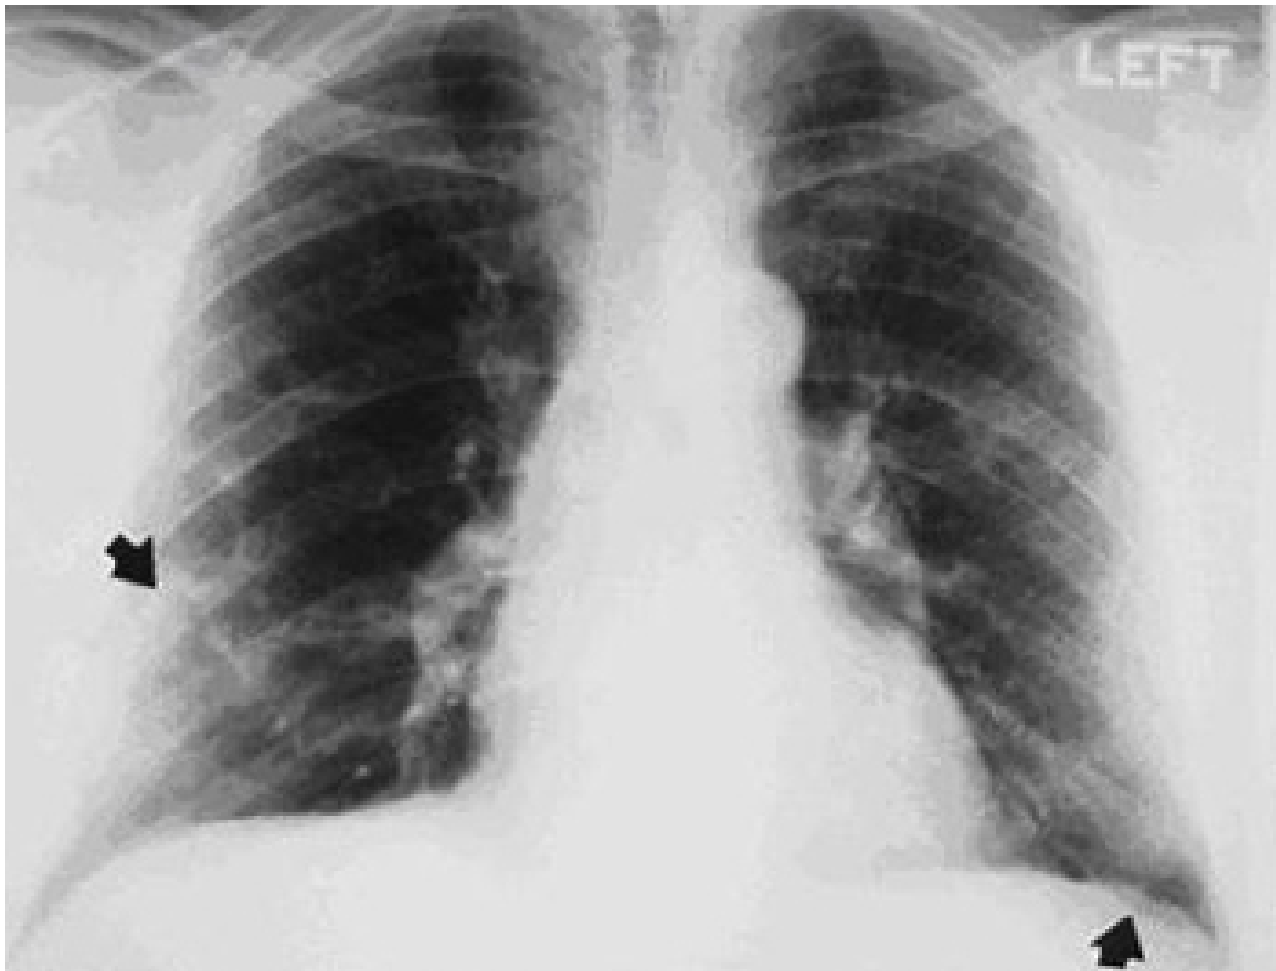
Radiografia torácica evidenciando espessamento pleural (indicado pelas setas)
